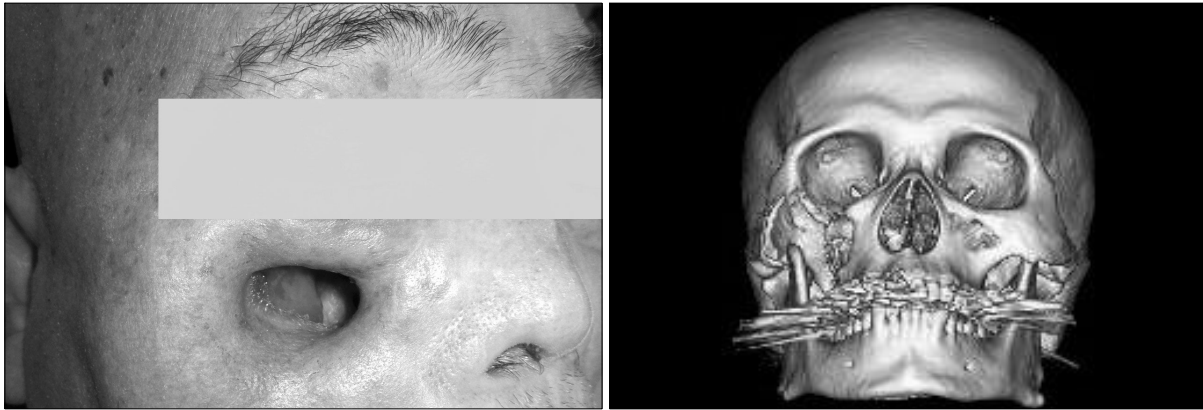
(Left) Preoperative photograph. A 2 × 3 cm sized skin and soft tissue defect at the right cheek and the right maxillary sinus is exposed through it. (Right) Preoperative 3-dimensional facial bone CT. The bony defect of the anterior wall of the maxillary sinus and zygoma is seen.
